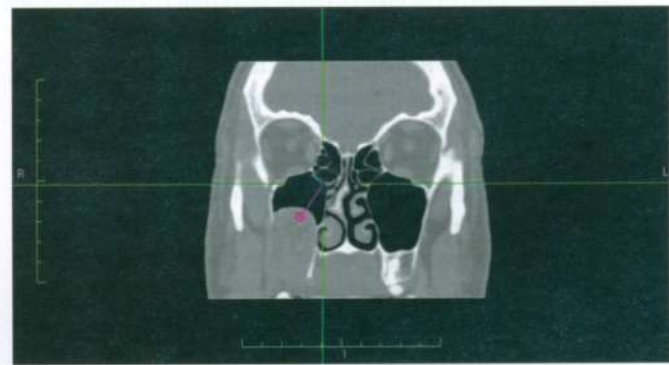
Трехмерная реконструкция компьютерной томограммы: специальные функции позволяют осуществлять навигацию в просвете верхнечелюстной пазухи, нижние две трети которой занимает радиоконтрастная масса
